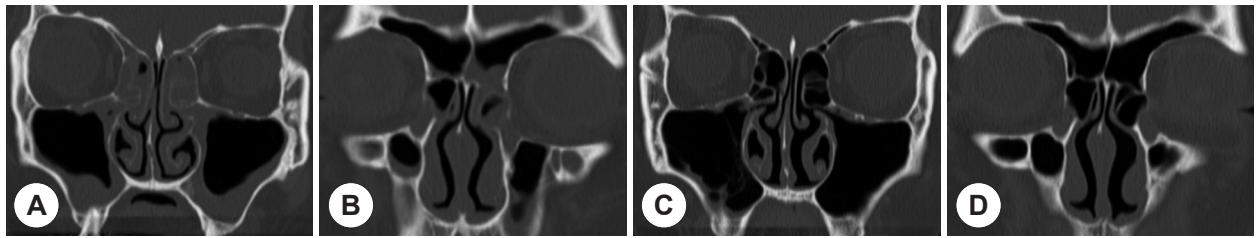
Pre- and post-operative CT scan (exam carried out 3 months after the surgery) of the patient who received the balloon sinuplasty. A and B: Coronal images of pre-operative CT scan showed blurring of the bilateral maxillary sinuses, ethmoid sinuses and frontal sinuses. C and D: Coronal images of post-operative CT scan (3 months after the procedure) showed normal aeration of the bilateral sinuses.
